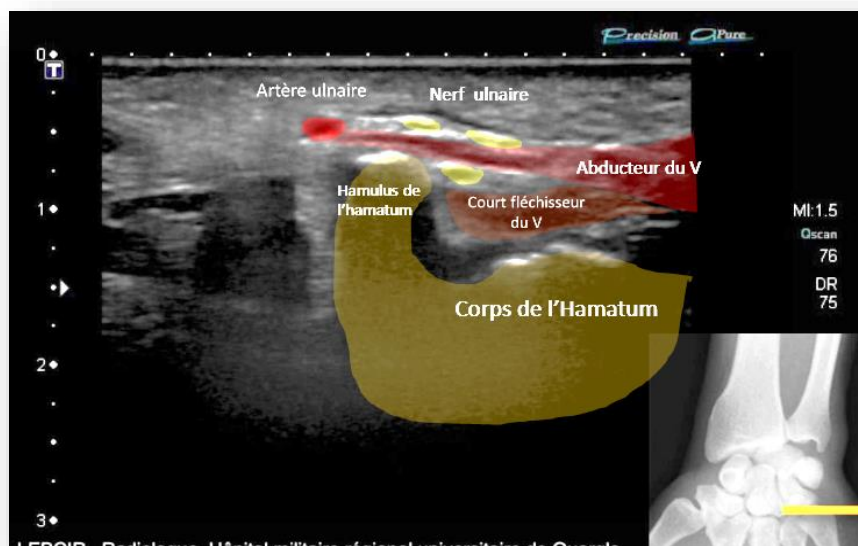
Image échographique. Une coupe axiale à hauteur de l'hamulus de l'hamatum où le nerf est habituellement divisé en ses deux branches : l'une superficielle en dehors, accompagnée de l'artère, l'autre profonde en dedans et située entre l'abducteur de l'auriculaire en surface et l'opposant de l'auriculaire en profondeur. (Service de radiologie. Hôpital militaire de Ain Nadja). 2016
